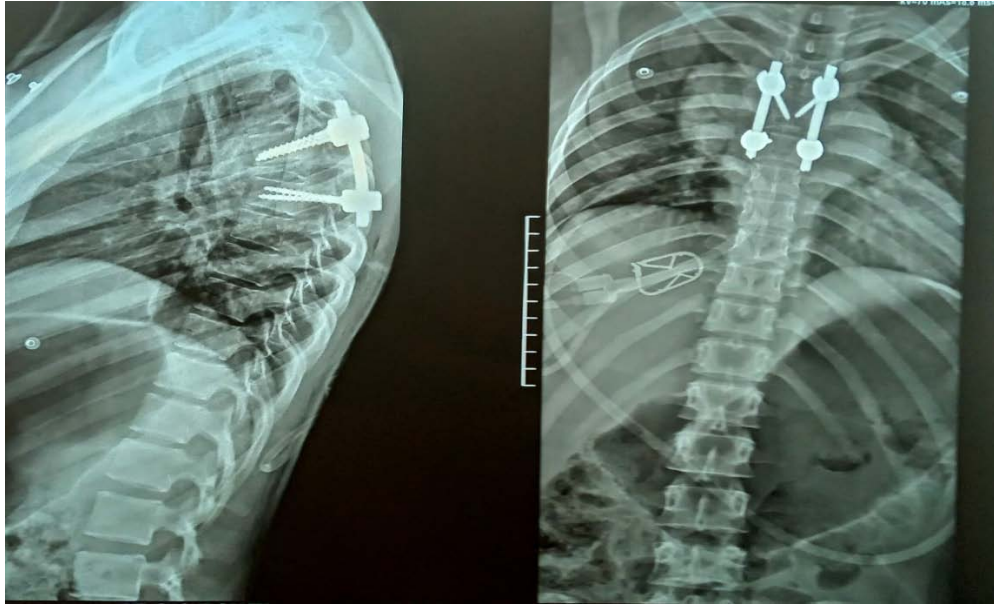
radiographie du rachis dorsal de la patiente en post opératoire face et profil, (service de neurochirurgie et de radiologie de l'Hôpital Ibn Tofail)
